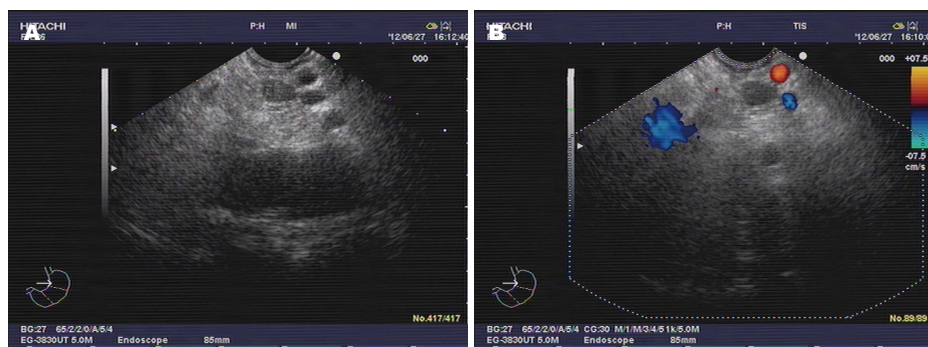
为超声内镜下胰岛细胞瘤。A: 胰腺体部见低回声肿物, 大小0.9 cm×1.3 cm, 回声较均, 边界清, 病变旁可见走行动静脉; B: 肿块内未见明显血流信号。
